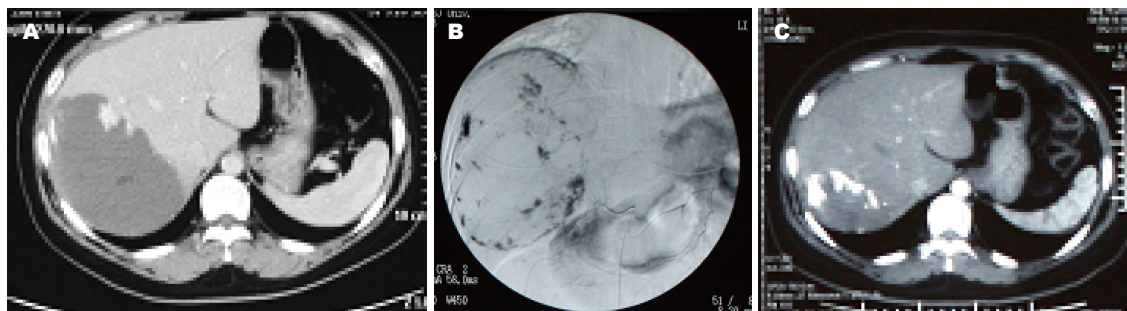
病例1, 女, 35岁, 无不适, 体检过程中瘤体逐渐增大。A: 术前增强CT, 示右叶单发血管瘤, 最大径13 cm; B: 术前血管造影; C: 术后5 mo复查CT, 瘤体大小5.4 cm. 术后第3年B超随访, 病灶消失。
